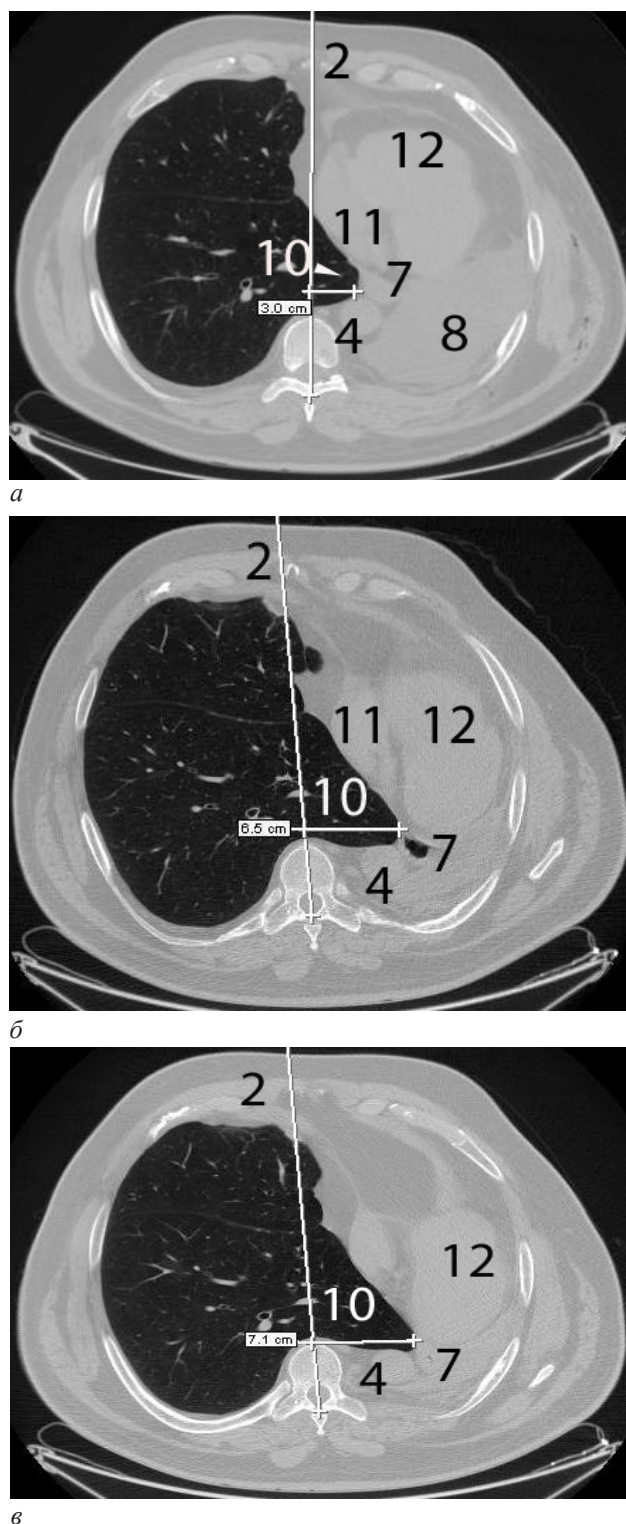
Аксиальные КТ-граммы пациента В., 1962 г. р., после пневмонэктомии слева, уровень ThVIII. Вид снизу: а – 10 дней после операции; б – 6 месяцев после операции; в – 12 месяцев после операции; 2 – линия, проведенная через середину тела грудного позвонка; 4 – нисходящий отдел аорты; 7 – пищевод; 8 – постпневмонэктомическая полость; 10 – задняя медиастинальная грыжа; 11 – правый желудочек; 12 – левый желудочек
